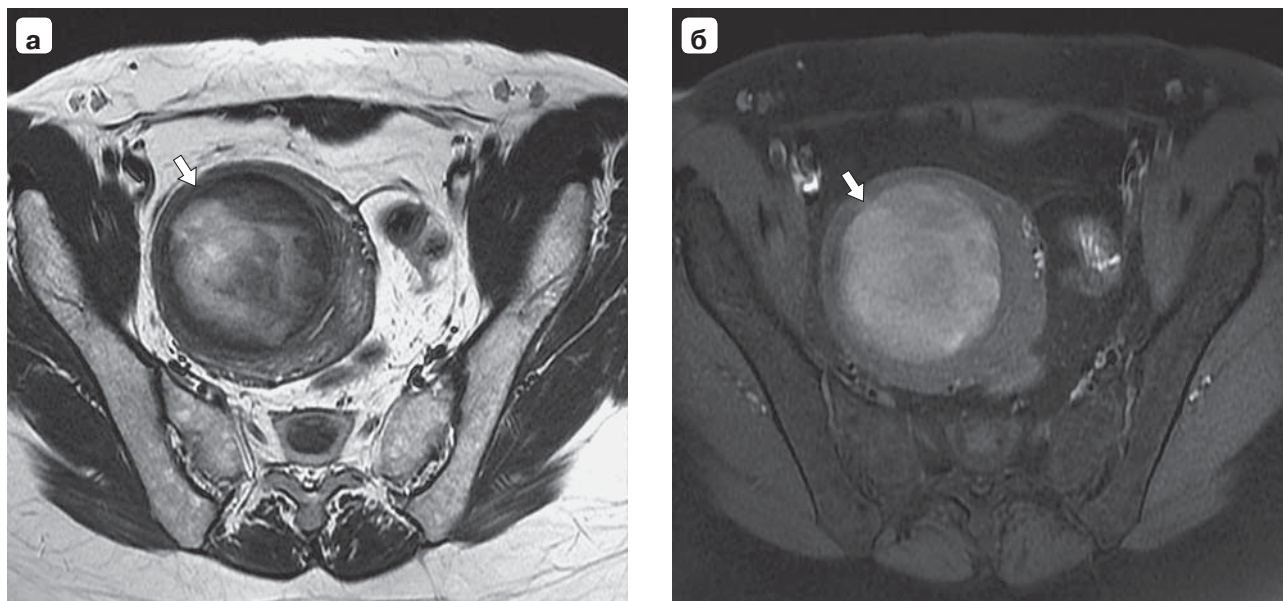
МРТ-картина интрамуральной миомы матки с красной дегенерацией (геморрагический инфаркт). а – изображение узла в аксиальной плоскости на Т2ВИ (по короткой оси матки), гетерогенный сигнал на Т2ВИ по отношению к миометрию; б – изображение узла в аксиальной плоскости (по короткой оси матки), отмечается высокий сигнал на Т1ВИ с подавлением сигнала от жира, что характерно для продуктов биodeградации гемоглобина и наличия белков крови вследствие геморрагического инфаркта узла.
